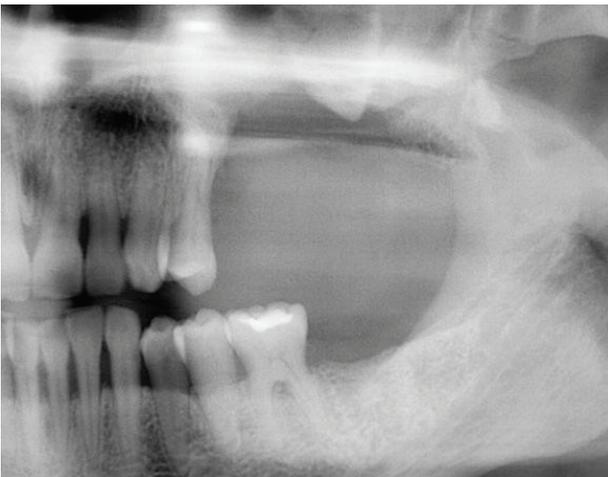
Ortopantomografía de seguimiento y control a los 20 meses.
